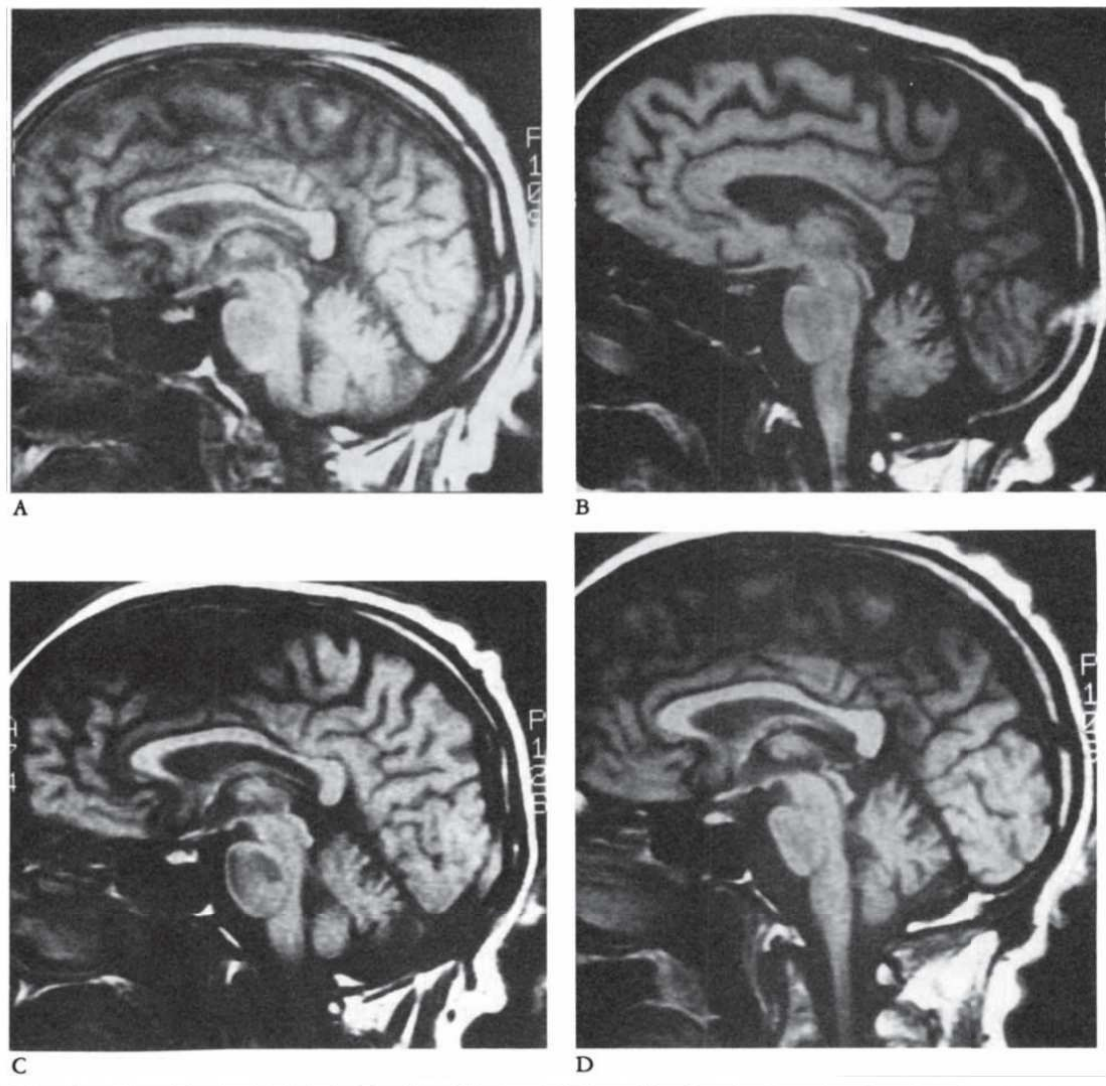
IRM cérébrale d'un patient atteint de Myélinolyse Centro pontine à J1, J7, J18 et M4 (40)
